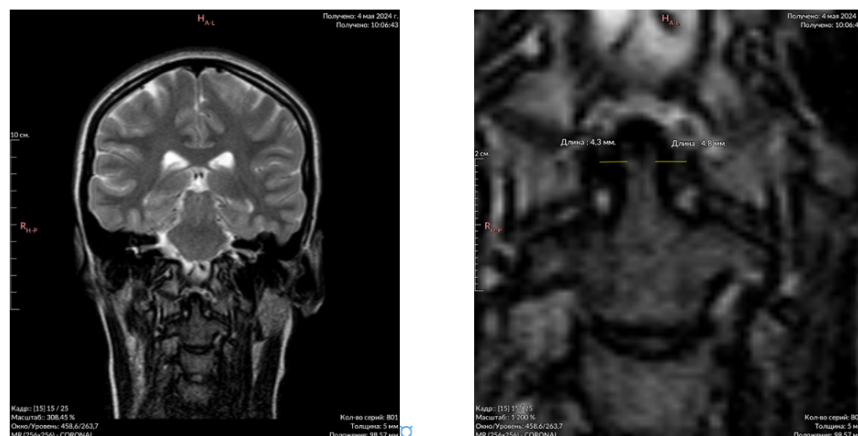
Изменение аксиллярной статике после мануальной коррекции по данным фронтальной МРТ
